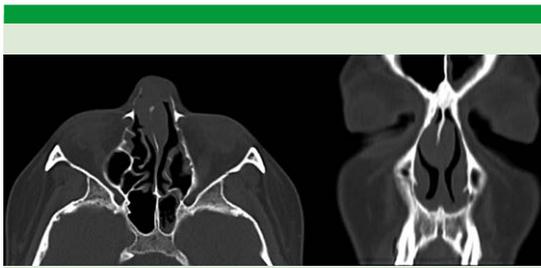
Tomografía axial computada simple, diciembre de 2019.
